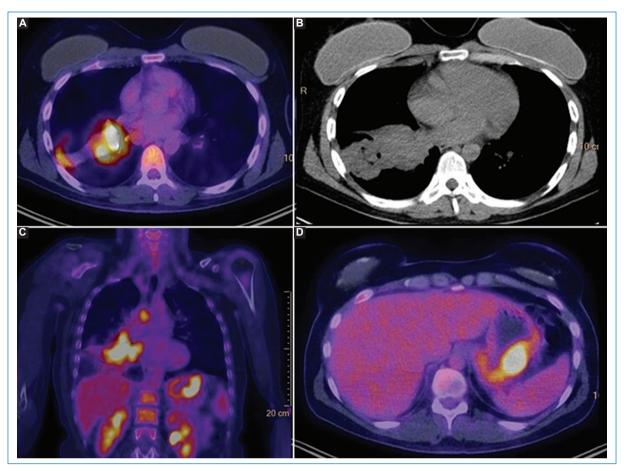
Paciente de sexo femenino de 48 años en tratamiento por cáncer de pulmón, como se observa en las imágenes de fusión de PET-TC en axial (A) y coronal (C), y de tomografía en corte axial (B). En estudio de 18F-FDG/PET-TC de evaluación de respuesta a su tratamiento se evidencia engrosamiento hipermetabólico de la pared posterior del estómago, evidente en la fusión PET-TC en corte axial (D), con diagnóstico luego de la biopsia de adenocarcinoma gástrico primario.
